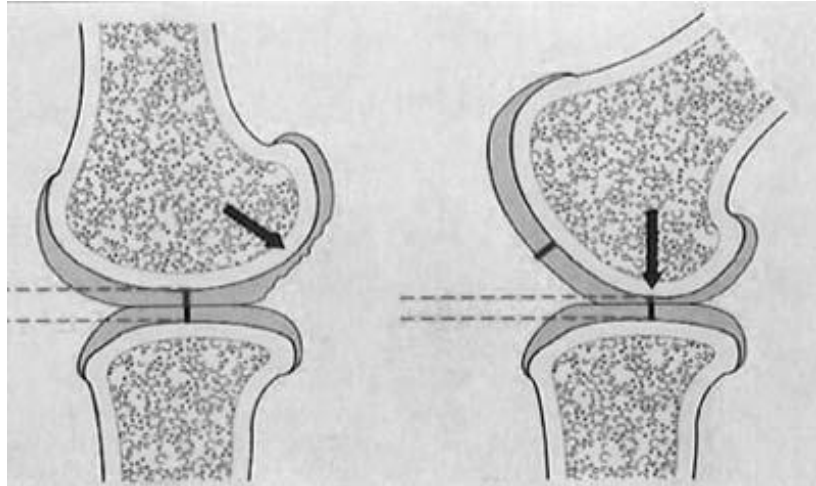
Protokol radiografi lutut tanpa menggunakan fluroskopi. (A) Protokol fixed flexion , (B) Protokol metatarsofalang (Vignon, 2004).
